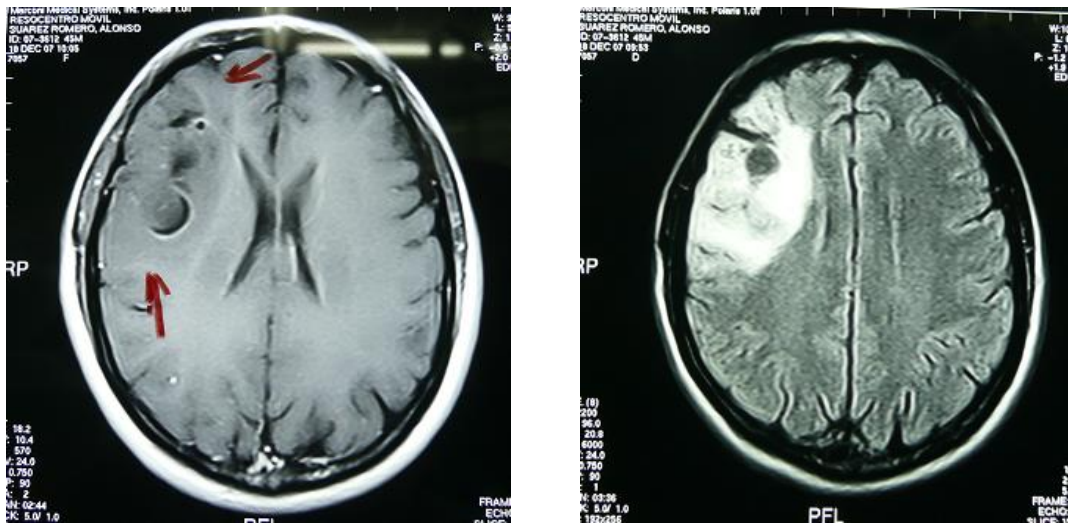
RMN con contraste (izq) y flair (der) que muestran lesión frontal hipointensa, con escasa captación de contraste e infiltración perilesional.
